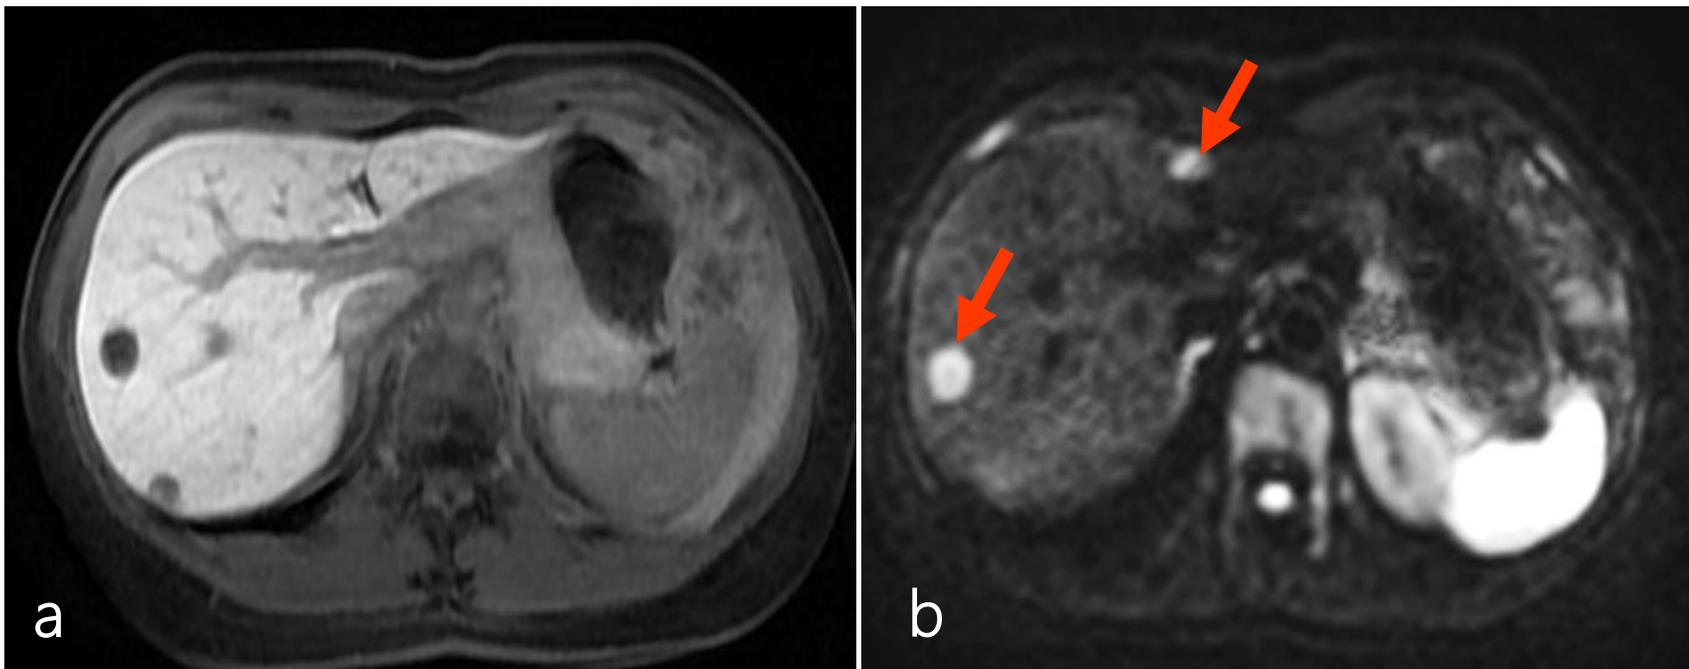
Imagens na fase hepatobiliar de RM com contraste ponderadas em T1 (a) e em difusão (b) mostram pequenas lesões metastáticas sem realce e com restrição à difusão (sinal alto em b, setas).
